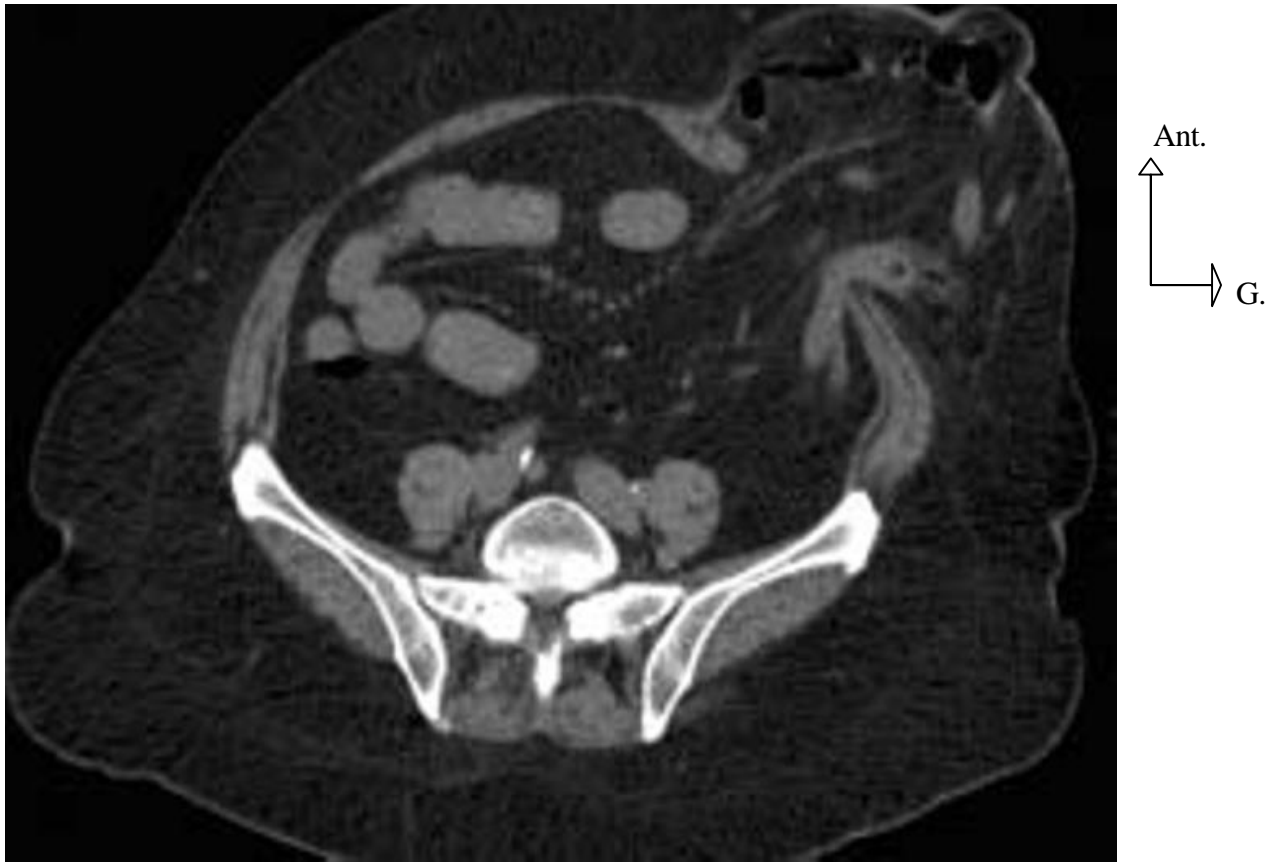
Coupe TDM axiale montrant une hernie para-colostomiale [4]
